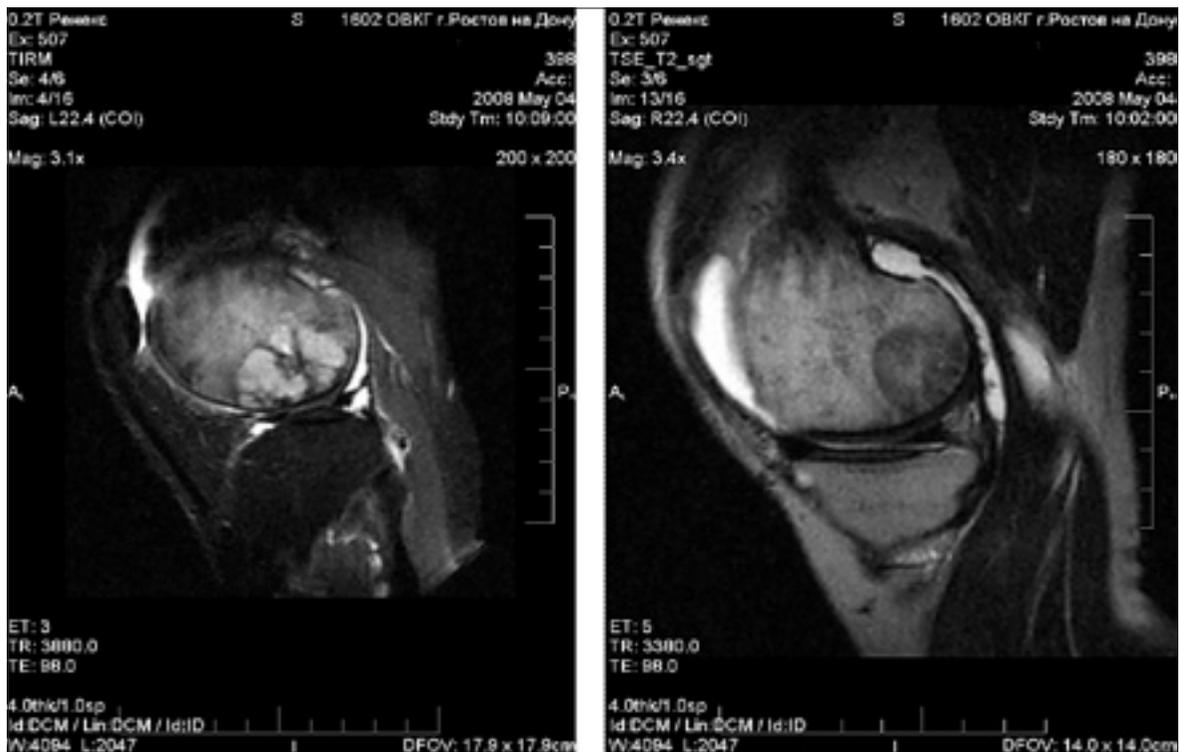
МРТ в сагиттальной проекции в режимах TIRM, TSE-T2
